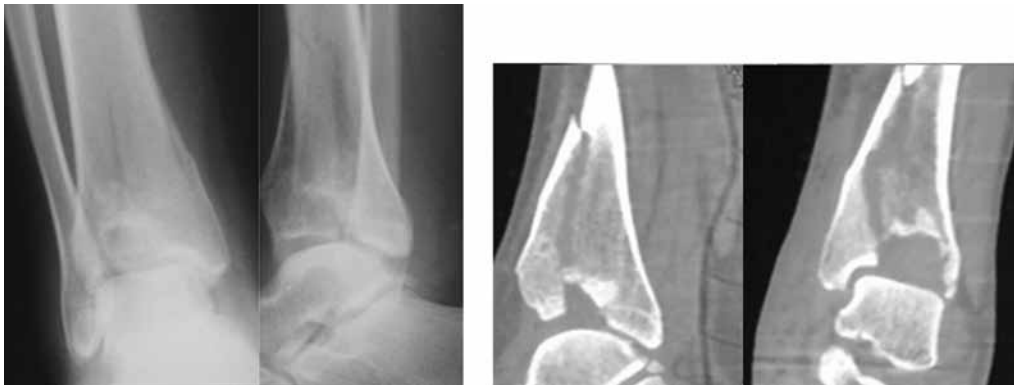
Рентгенограммы и КТ правого голеностопного сустава в прямой и боковой проекциях больной У., 21 год, при поступлении: отмечается импрессионный оскольчатый перелом дистального эпиметафиза большеберцовой кости (тип В3.1 по АО/ASIF)
